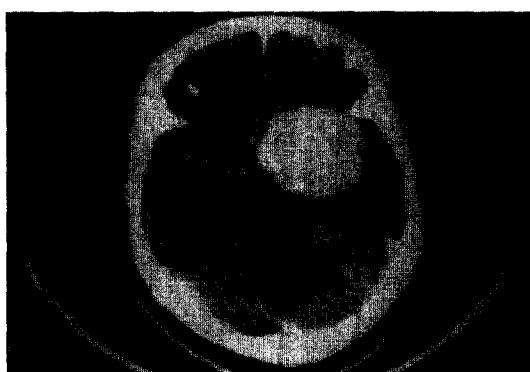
A: Preoperative brain CT scan shows well enhanced round high density on left sphenoid ridge.
